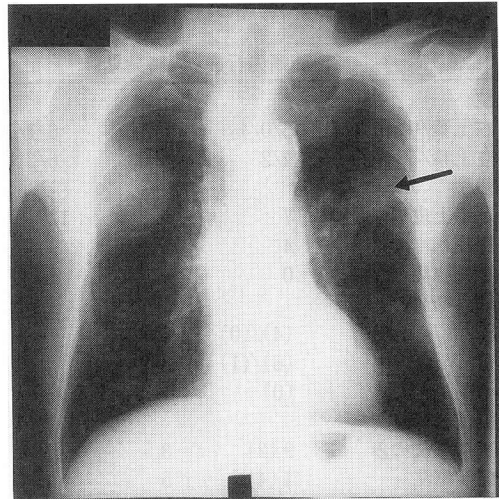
同時発見群の症例の胸部単純X線像（右上葉の肺腺癌〈Ⅲ期〉で当院入院時に発見された肺結核症〈I II 1、矢印〉）
